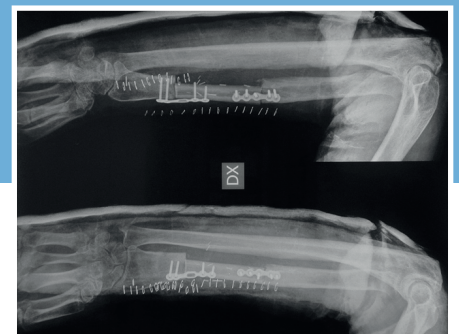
Radiografia post-operatoria a seguito dell'innesto di perone vascolarizzato.
